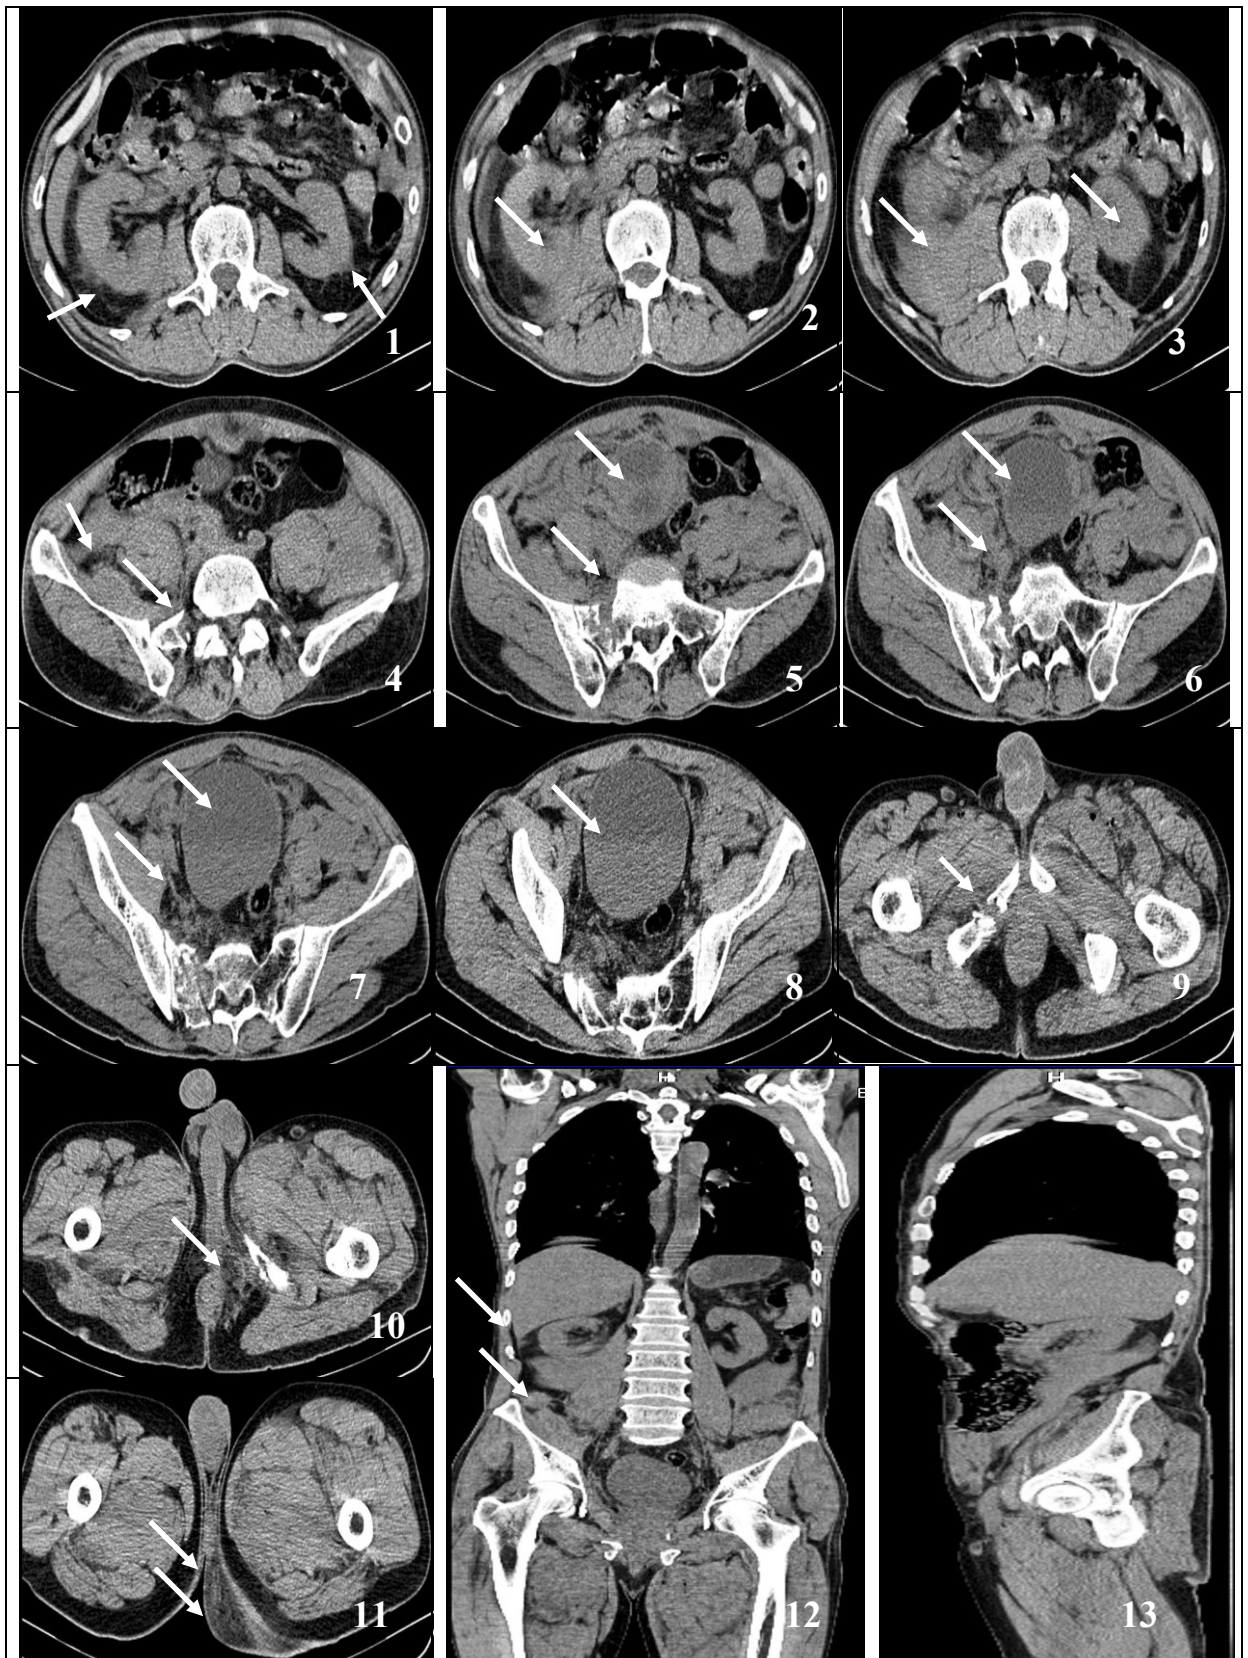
TC a pacientului S.: lezarea subcapsulară a rinichiului drept; hemoragie în jurul rinich. drept (1-3,12); fractura bazinului de tip C: (fr.verticală sacrum (4-8), ramurilor oaselor pubis, ischiatic tip "fluture"). Lezarea, deformarea vezicii urinare (5-8,12). Localizarea HRP combinat în spațiul retroperitoneal: 1) flancul drept (1-8,12), 2) para- și prevezical (5-8) cu răspândirea în regiunea perineului, scrotului, femurului stâng (9-12).
